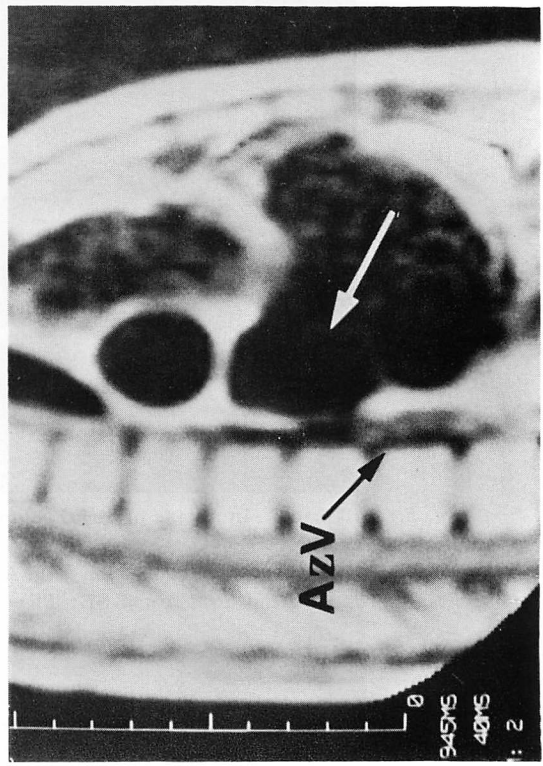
MR image in a case of atrial septal defect with anomalous pulmonary vein connection (Case 25).
